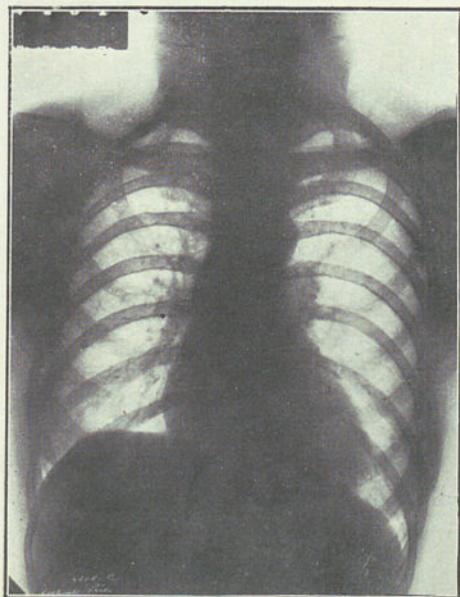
Teleradiografia do coração
